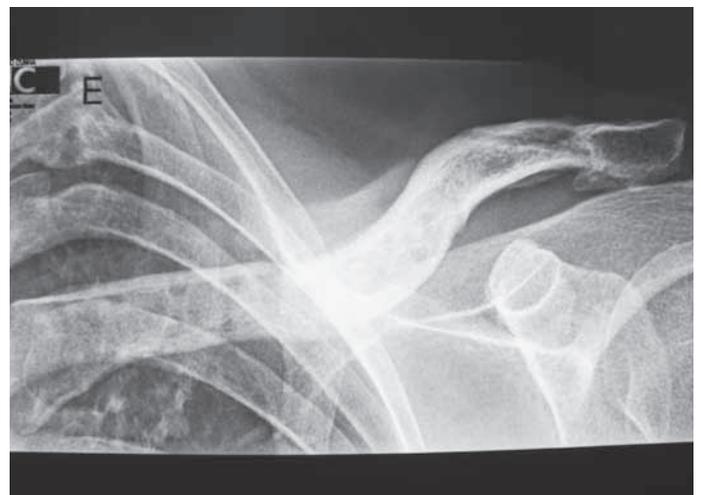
Radiografia digital mostrando a consolidação das fraturas após sete meses.
